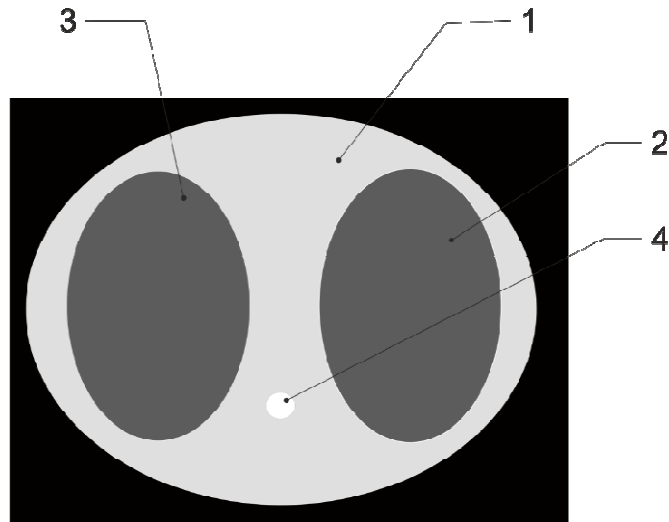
Спрощене зображення томограми легень.
